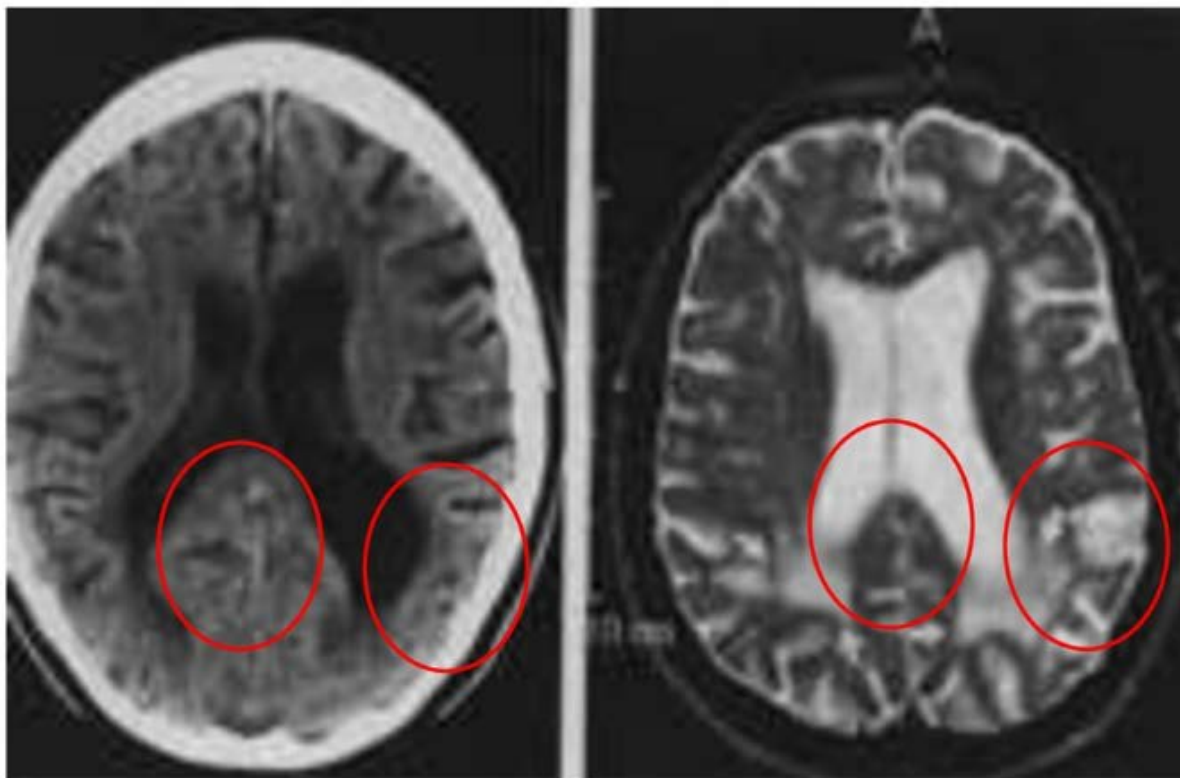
МРТ-картина перивентрикулярного лейкоареозу
